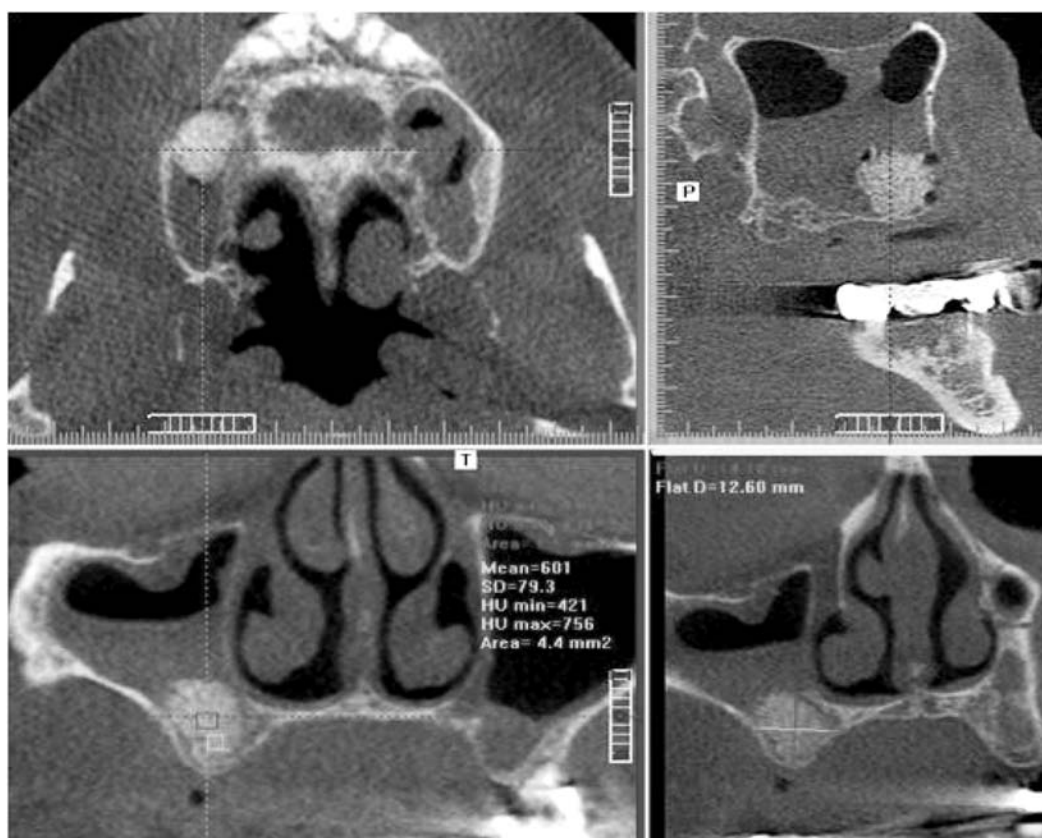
Дентальная объемная томограмма, выполненная сразу после операции синус-лифтинга справа (тот же пациент)
